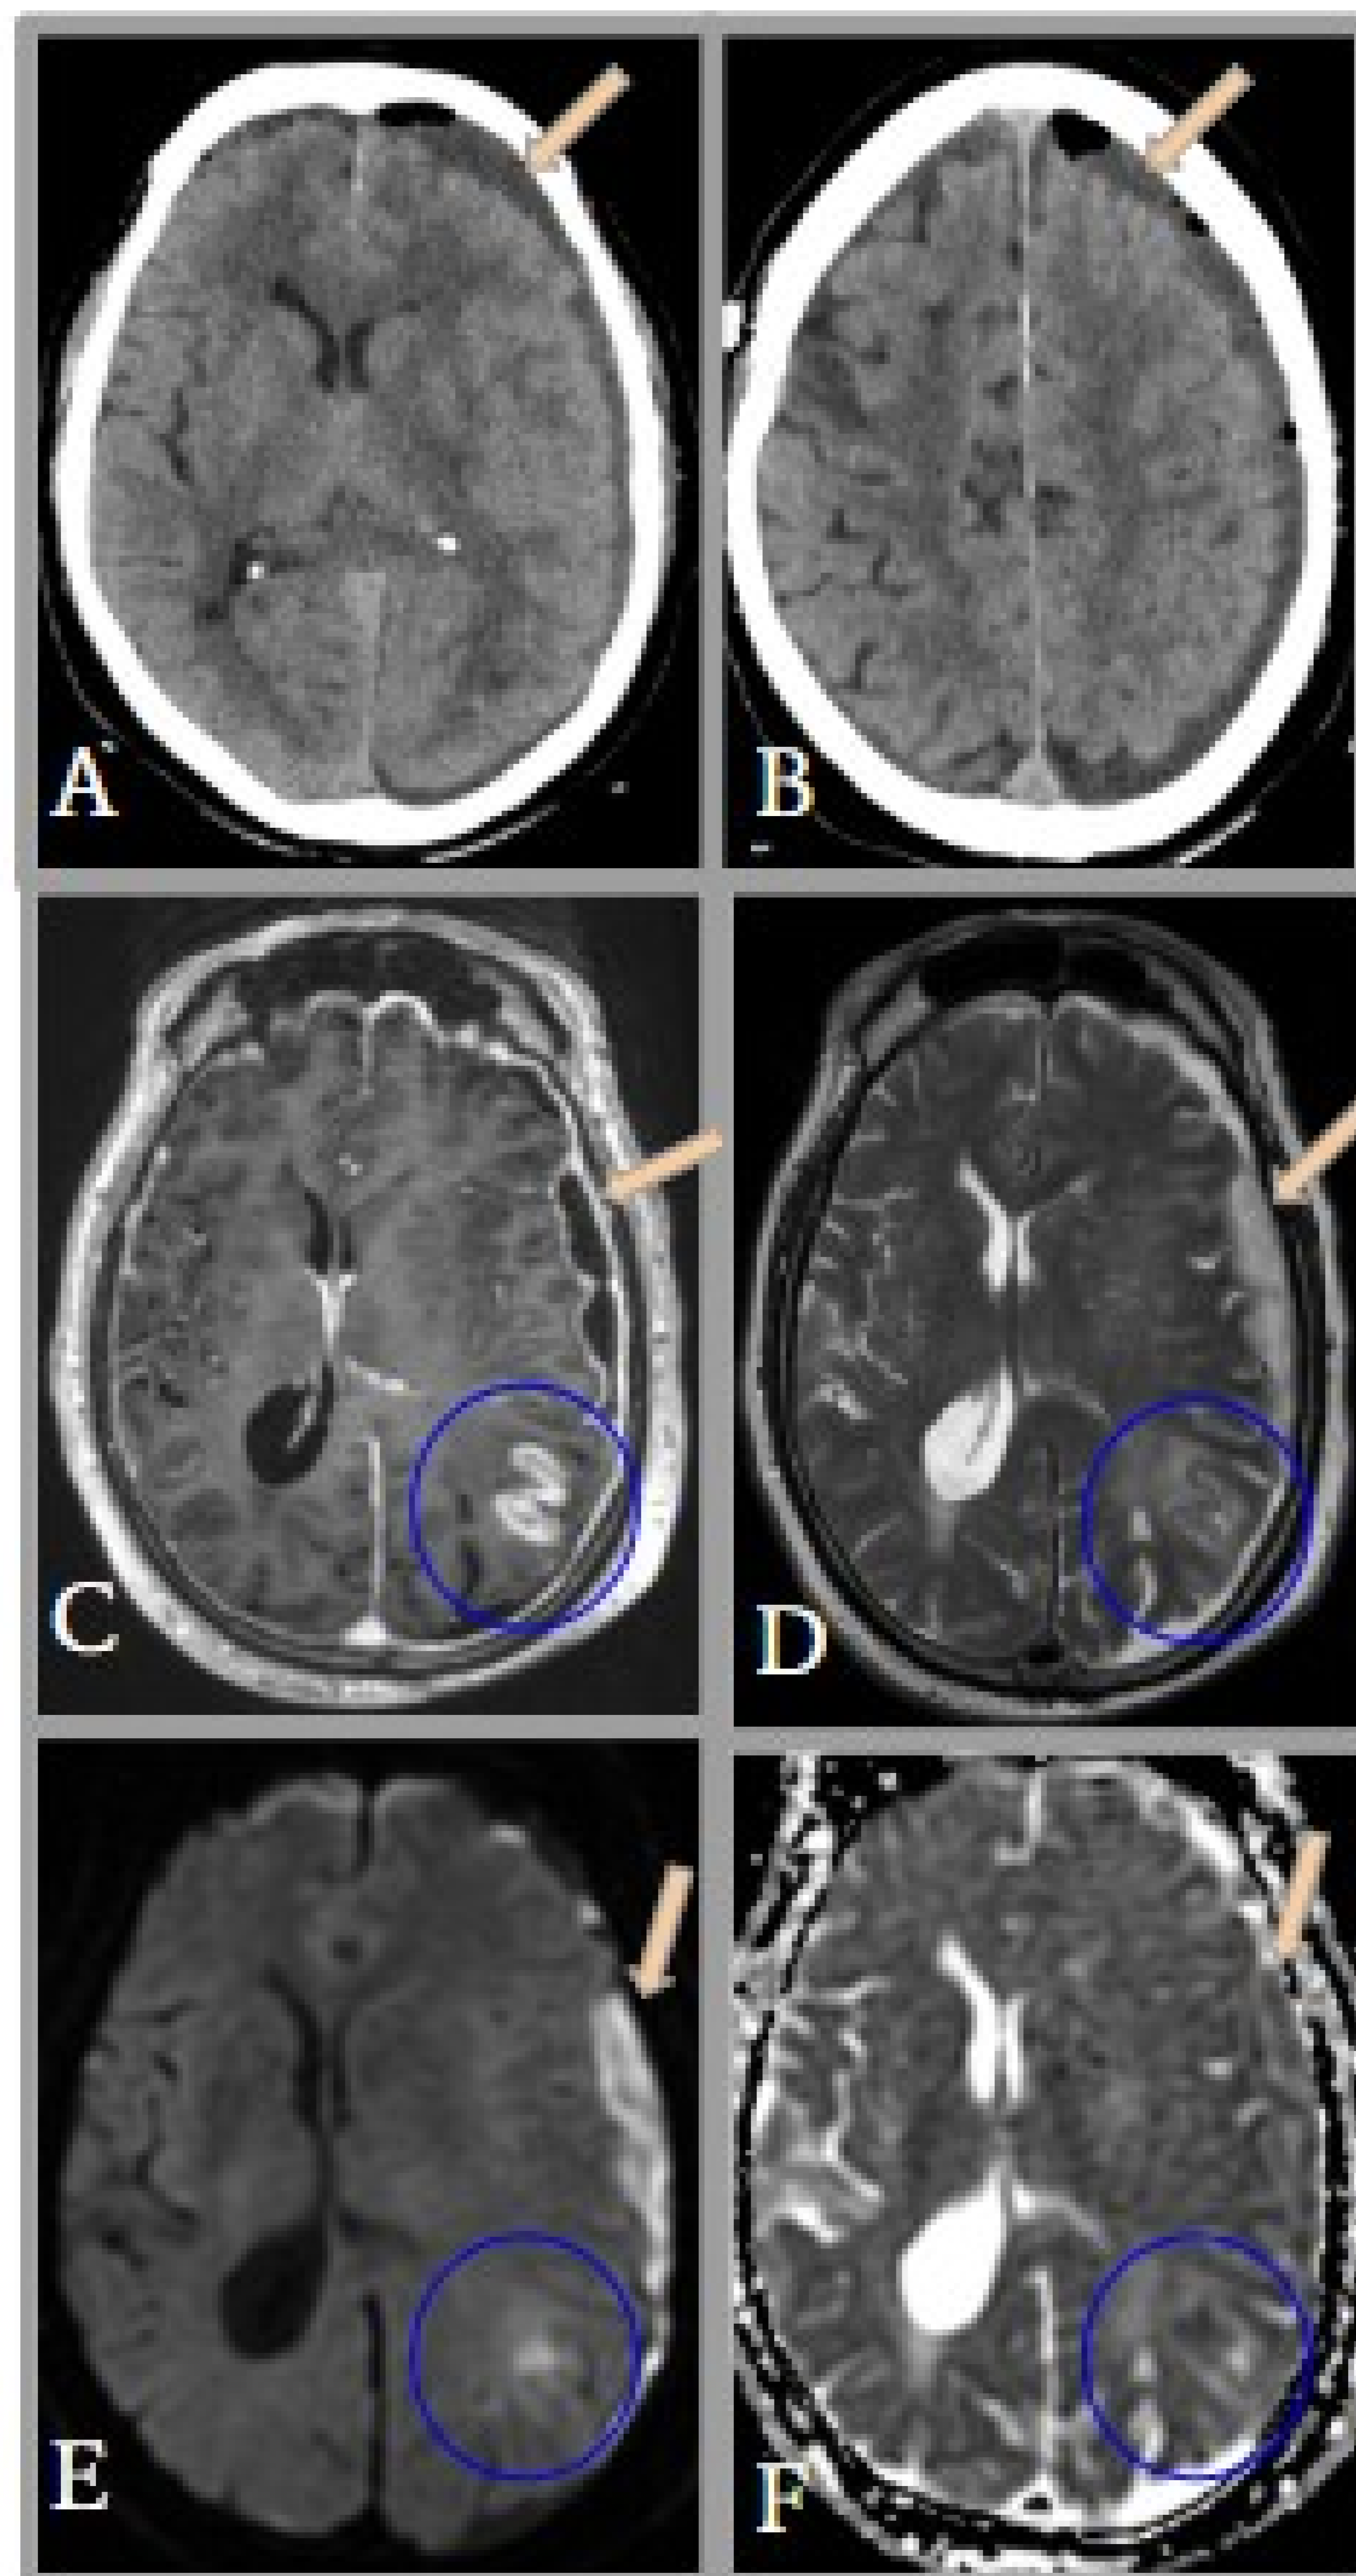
Paciente de 72 años con antecedente de hematoma subdural izquierdo intervenido hace 3 semanas. Acude a urgencias por persistencia de cefalea, febrícula y estado somnoliento. Se realiza TC de cráneo sin contraste (A, B) en el que se evidencia colección subdural izquierda de contenido denso similar al parénquima (flechas), con burbujas de gas, y que ocasiona compresión ventricular y borramiento de surcos adyacentes. La densidad de la colección y la persistencia de burbujas orienta a sobreinfección. Se realiza RM en el ingreso (C-F) en la que se evidencia contenido turbio con restricción en difusión y con realce periférico asociado (flechas), compatible con empiema subdural izquierdo. Además asocia un área parenquimatosa parietal izquierda que presenta edema, realce giriforme y restricción en difusión (círculo) que plantea área de cerebritis-isquemia sobreañadida.
